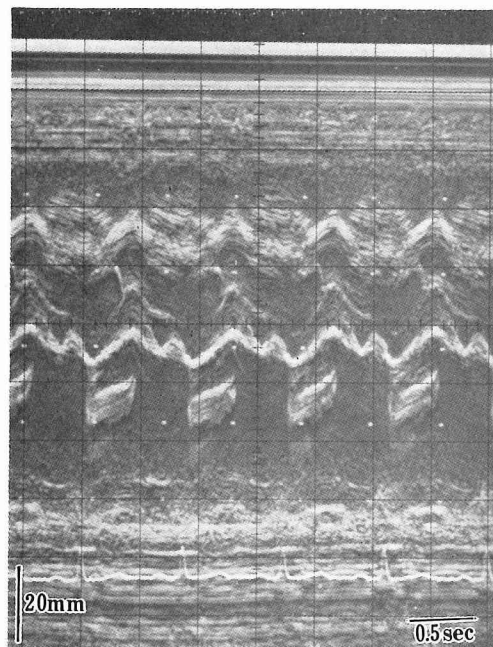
左房腔内に収縮期に一致して、shaggy and non-uniform なエコーが mass として認められる。
